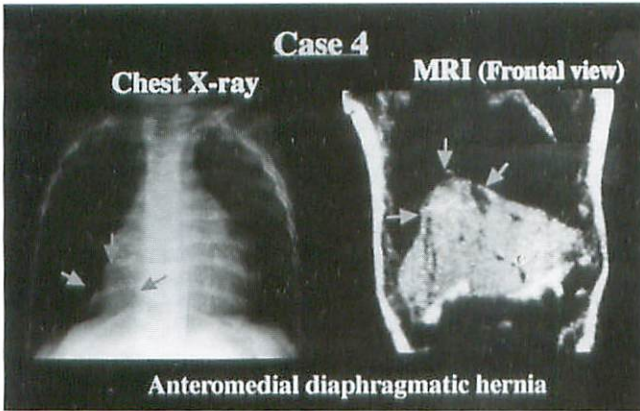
Chest X-ray and MRI of Case 4
